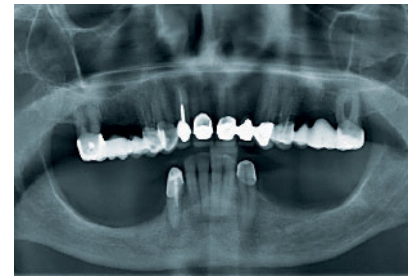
Röntgenaufnahmen vom Ausgangszustand, der Implantatplanung und eines durchmesserreduzierten Standard-Implantats (3,3 mm) nach Insertion.
